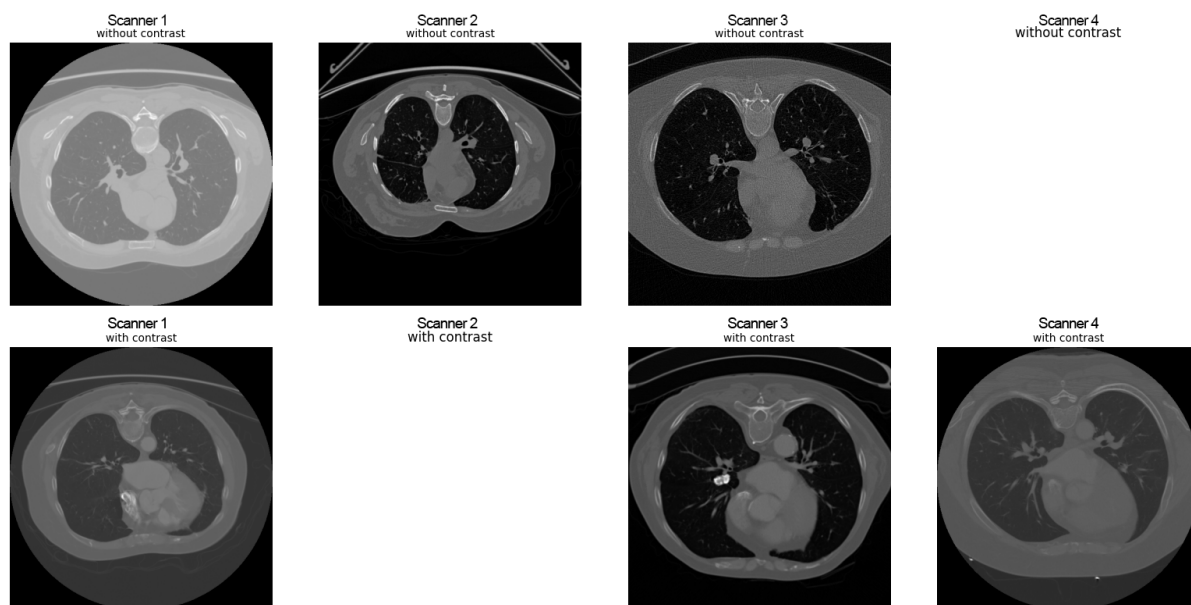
Приклади аксіальних зрізів, отриманих на різних КТ-сканерах, з використанням та без використання контрастної речовини. Порожні комірки означають відсутність відповідної комбінації виробника та контрастування у вибірці.
